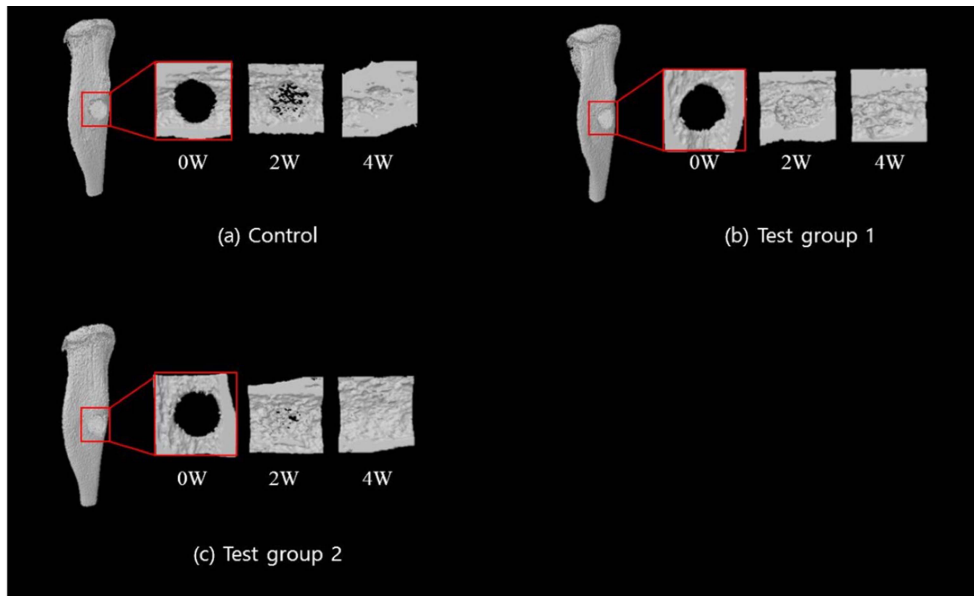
대조군(a), 실험군 1(b), 실험군 2(c)의 처치 전, 처치 2주 후, 처치 4주 후 마이크로 컴퓨터단층영상.
